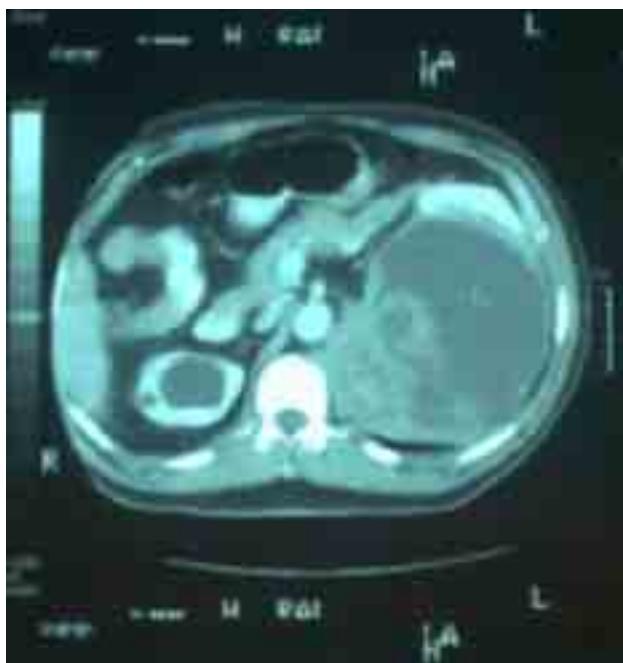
Tomografía axial computarizada preoperatoria, donde se muestra la tumoración retroperitoneal.
